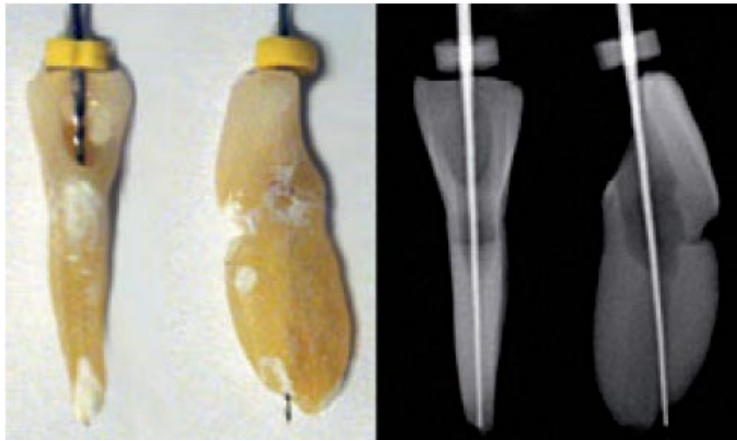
Zahn mit scheinbar richtig eingeführter Feile zur röntgenologischen Arbeitslängenbestimmung. Durch seitliche Betrachtung wird erkennbar, dass die Feile über das Foramen apikale hinausragt [46].
